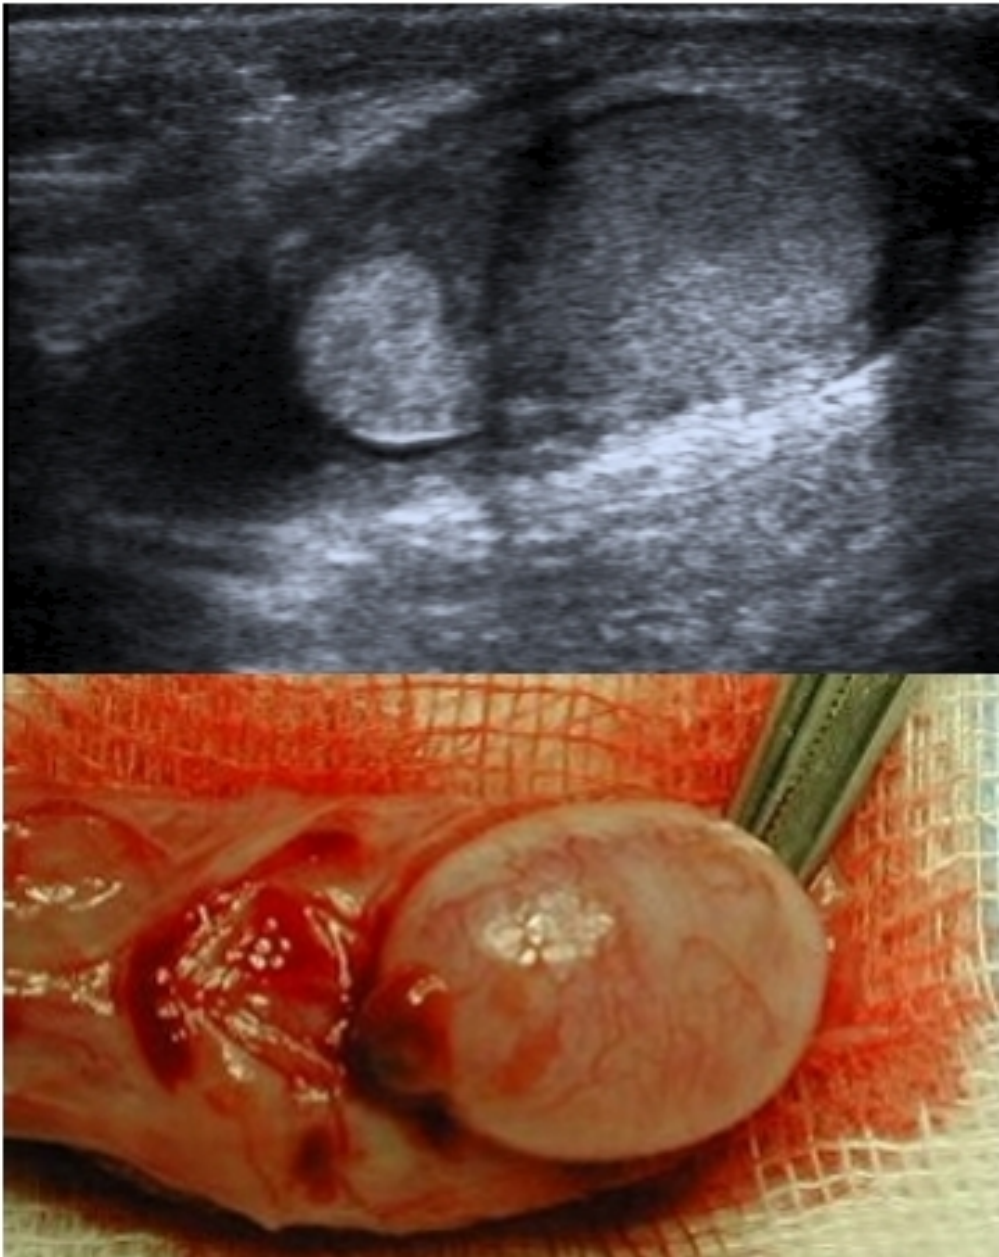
Oben: Sonographischer Befund einer Hydatidentorsion mit echoreicher Masse links des Hodens. Unten: Makroskopischer Aspekt nach Freilegung. Die Abbildung wurde freundlicherweise von Herrn Dr. Schneble, Kinderklinik St. Hedwig, Regensburg zur Verfügung gestellt.
